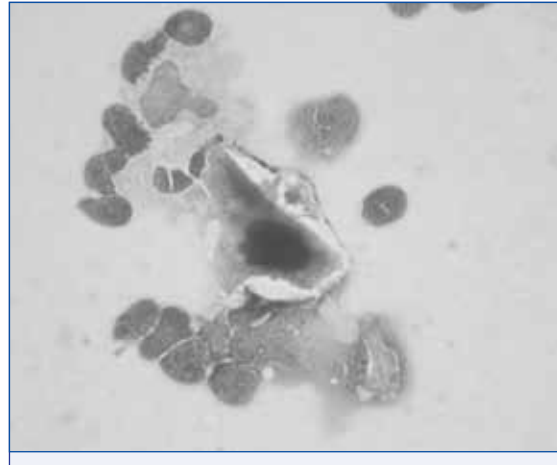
CITOLOGÍA QUE MUESTRA ABUNDANTES ERITROCITOS Y UNA CÉLULA DE ASPECTO EPITELIOIDE GRANDE CON MARCADA ATÍPIA NUCLEAR QUE INDICA UN TUMOR MALIGNO EPITELIAL. (x 100).
